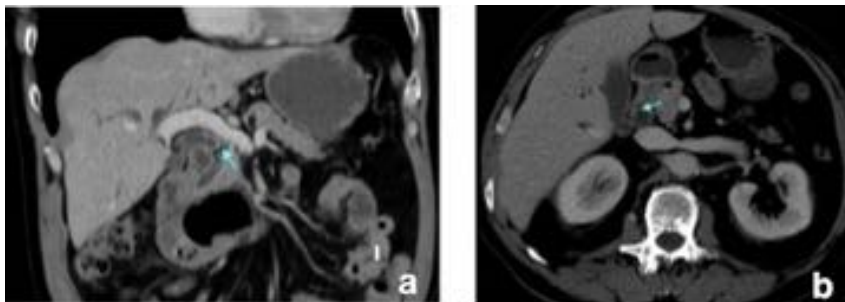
Colangiocarcinoma con crecimiento intraductal a: reconstrucción coronal de TC fase venosa con lesión en pared de colédoco distal b: pequeña lesión polipoidea en pared de colédoco
